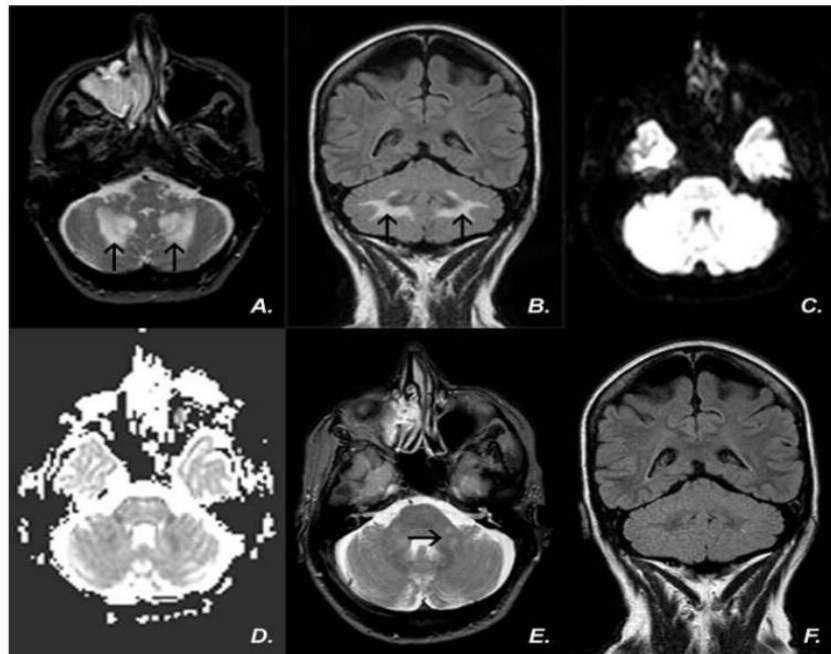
A to D. Magnetic resonance imaging of the brain at initial presentation [A, T2 spin-echo; B, fluid-attenuated inversion recovery sequences (FLAIR); C, diffusion-weighted imaging (DWI); D, apparent diffusion coefficient (ADC)] shows symmetrical lesions in the central white matter of the cerebellar hemispheres (arrows). Diffusion restriction is shown on DWI (C) and ADC (D). Panels E (T2 spin-echo) and F (FLAIR) at 8-month followup show nearly complete resolution, with small lesions remaining in both cerebellar peduncles (E, arrow).
